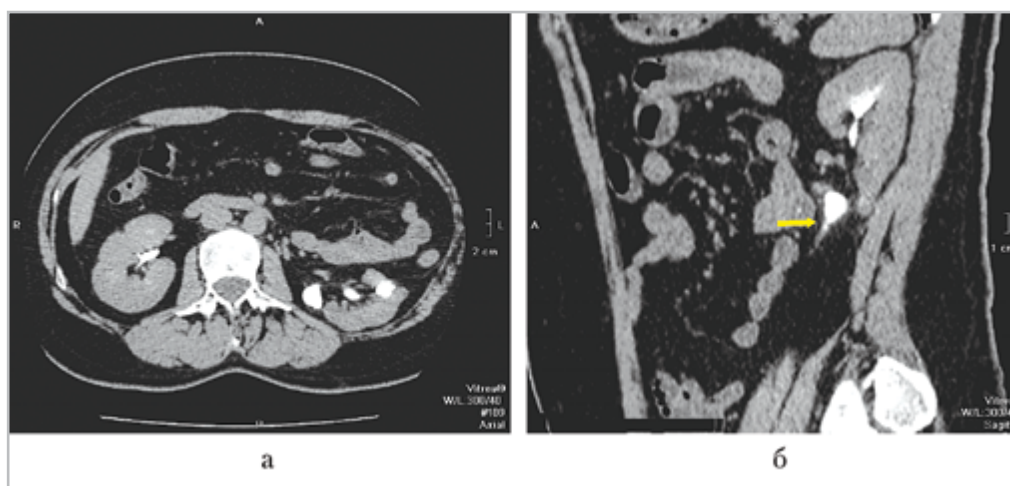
Компьютерные томограммы забрюшинного пространства пациентки со стриктурой лоханочно-мочеточникового сегмента, состояние после пластики, экскреторная фаза: *а* — аксиальная проекция; левая почка подтянута дорсально и латерально, паренхима левой почки неравномерно истончена, чашечки расширены, деформированы (*стрелка*); *б* — линейный дефект наполнения за счет рубца в области лоханочно-мочеточникового перехода (*стрелка*)
